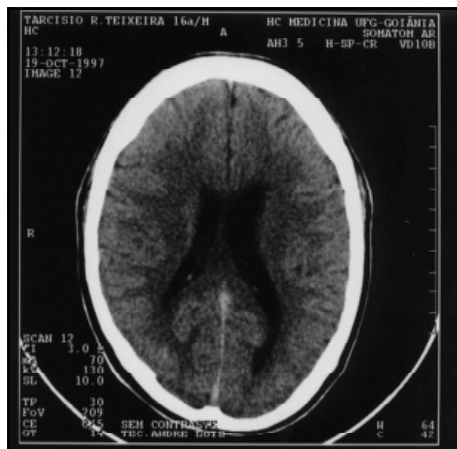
Tomografia computadorizada de crânio mostrando dilatação ventricular lateral mais importante à esquerda.
